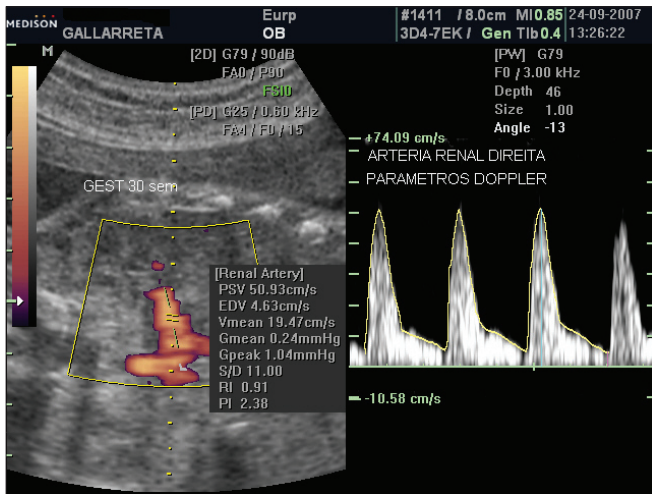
Corte coronal em feto de 30 semanas de idade gestacional, mostrando a identificação da artéria renal direita com o uso do Doppler de amplitude e o traçado de velocidade do sangue neste vaso obtido com o Doppler pulsado espectral.
